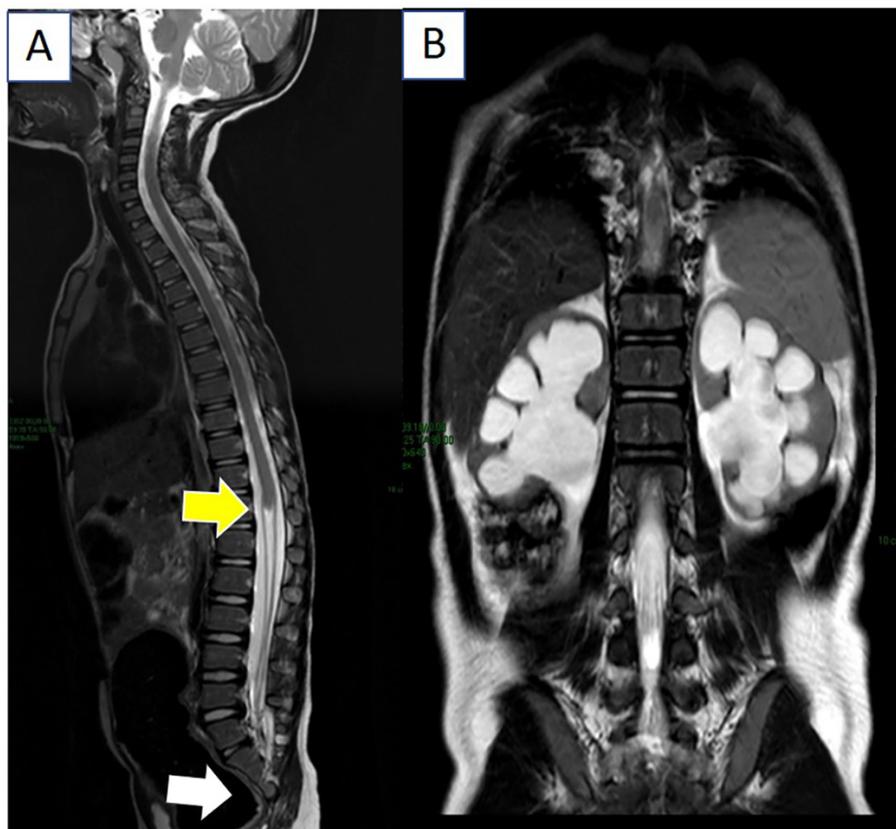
Paciente con diagnóstico de síndrome de regresión caudal. (A) Imagen de RM en plano sagital T2 muestra terminación abrupta del cordón medular(flecha amarilla). La flecha blanca muestra ausencia de las vertebrae S3-S5 así como de las vertebrae coccígeas. (B) Imagen de RM en plano coronal T2 muestra marcada hidronefrosis bilateral con adelgazamiento del parénquima renal.
